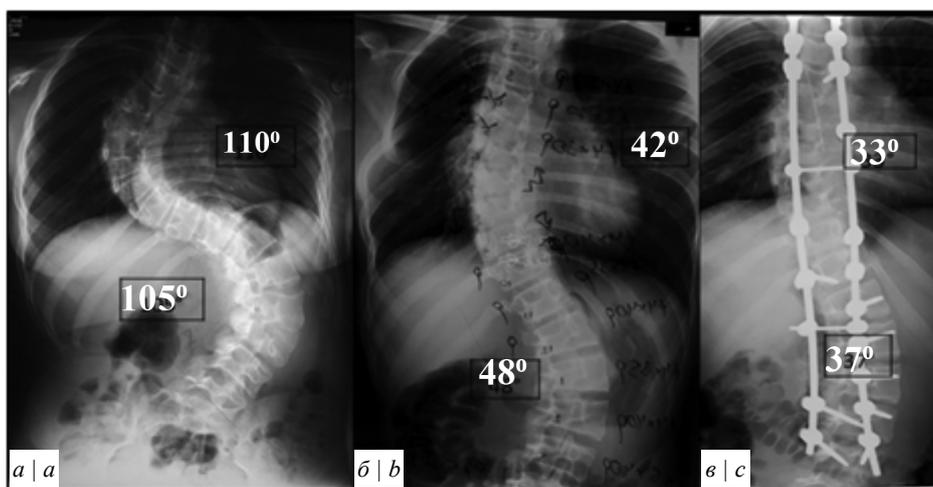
Рентгенограммы пациентки К., 16 лет, в динамике.
